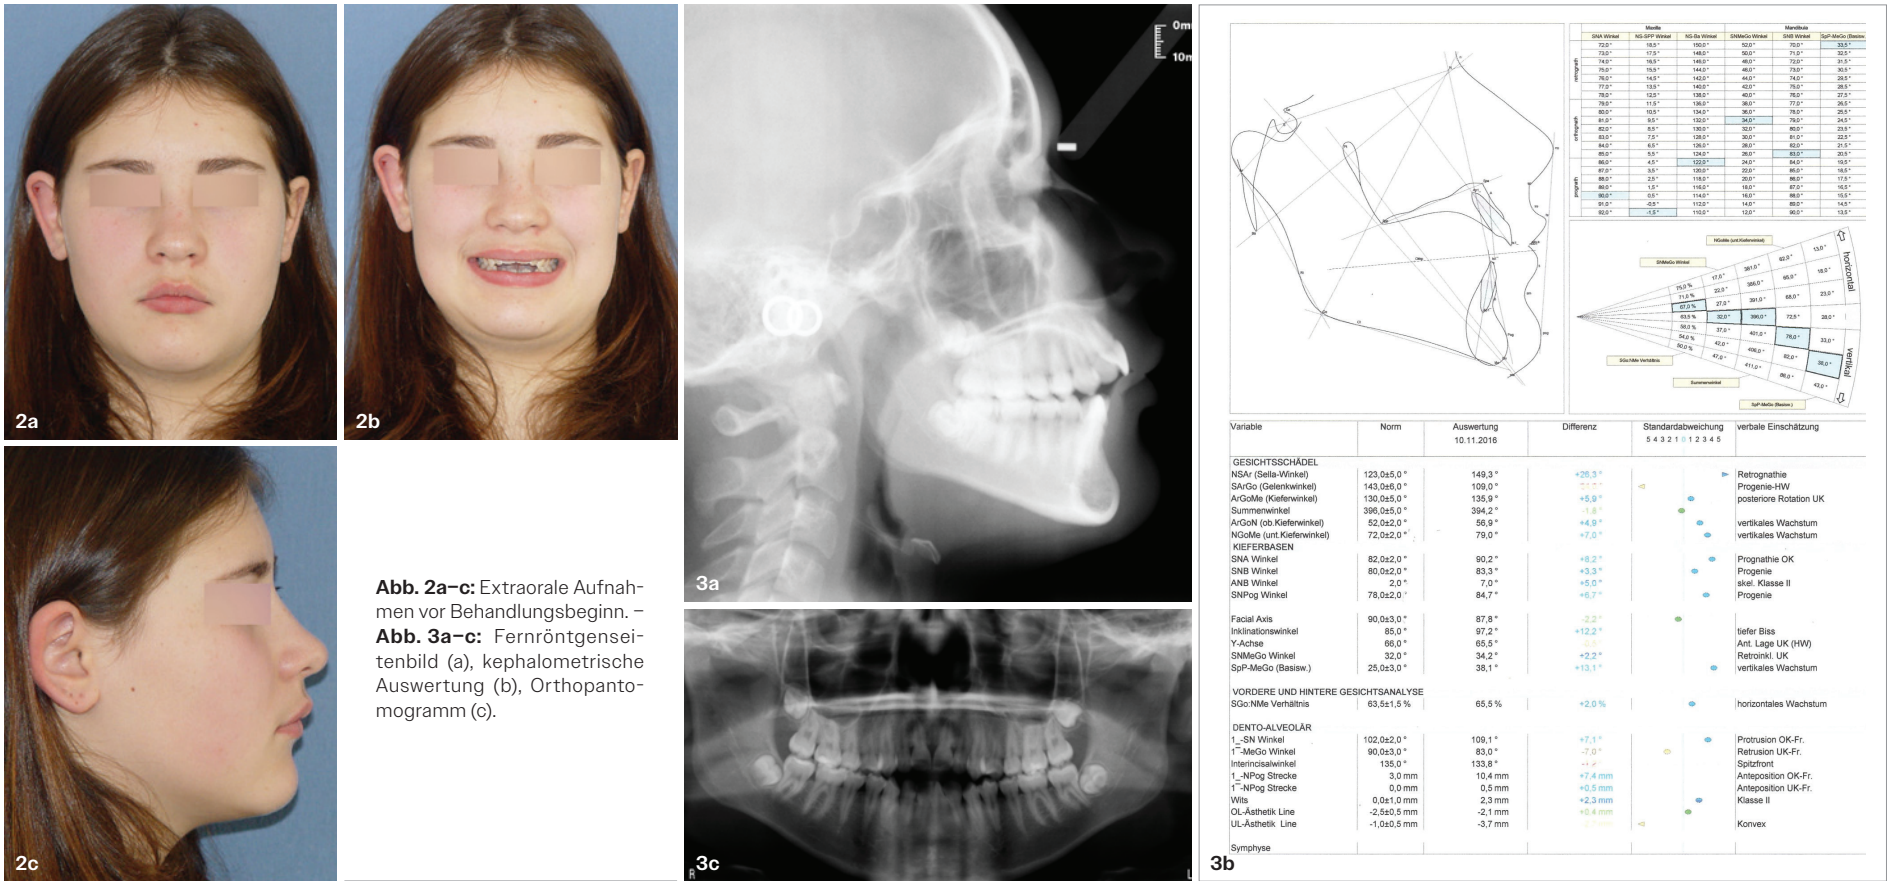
Extraorale Aufnahmen vor Behandlungsbeginn. – Abb. 3a-c: Fernröntgenseitenbild (a), kephalometrische Auswertung (b), Orthopantomogramm (c).
